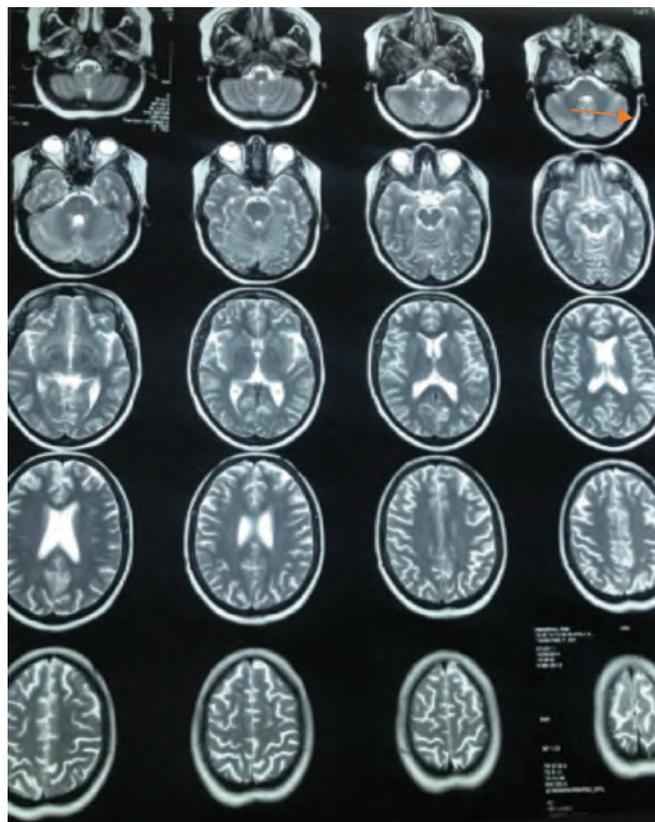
IRM cérébrale de la patiente à l'admission dans le service
